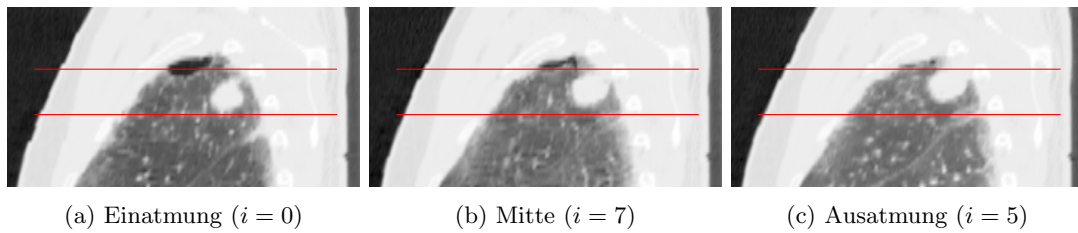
(a-c) Drei 4D-CT-Phasen von Patient_D. Gezeigt sind sagittale Schichten durch etwa die Mitte der GTV_i . Das Tumervolumen ist aufgrund der erhöhten Dichte leicht innerhalb der Lunge erkennbar. Durch die Abtastung treten keine Bewegungsartefakte auf, die GTV_i der einzelnen Bewegungsphasen sind gut konturierbar und der Bewegungseinfluss quantifizierbar. Die roten Linien wurden hinzugefügt, um die Bewegung abschätzen zu können. (d) Dreidimensionale Schwerpunktstrajektorie aller zehn Bewegungsphasen (grün) mit Projektion in die Hauptebenen (blau) und der notwendigen Transformation (rot) aus der Referenzbewegungsphase (GTV_5). Gezeigt ist die Transformation des Schwerpunkts, bei bewegungskompensierter Bestrahlung existiert für jeden Rasterpunkt jeder Bewegungsphase ein entsprechender Kompensationsvektor.
